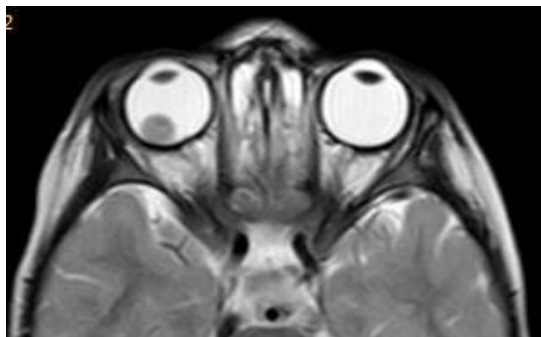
МРТ глазниц (эндофитный рост опухоли).
